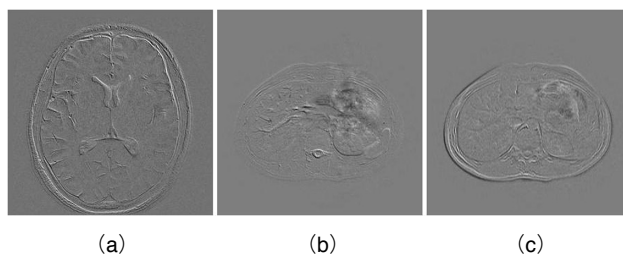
Results of subtraction of two MR images, which were obtained by the same scan parameter.
